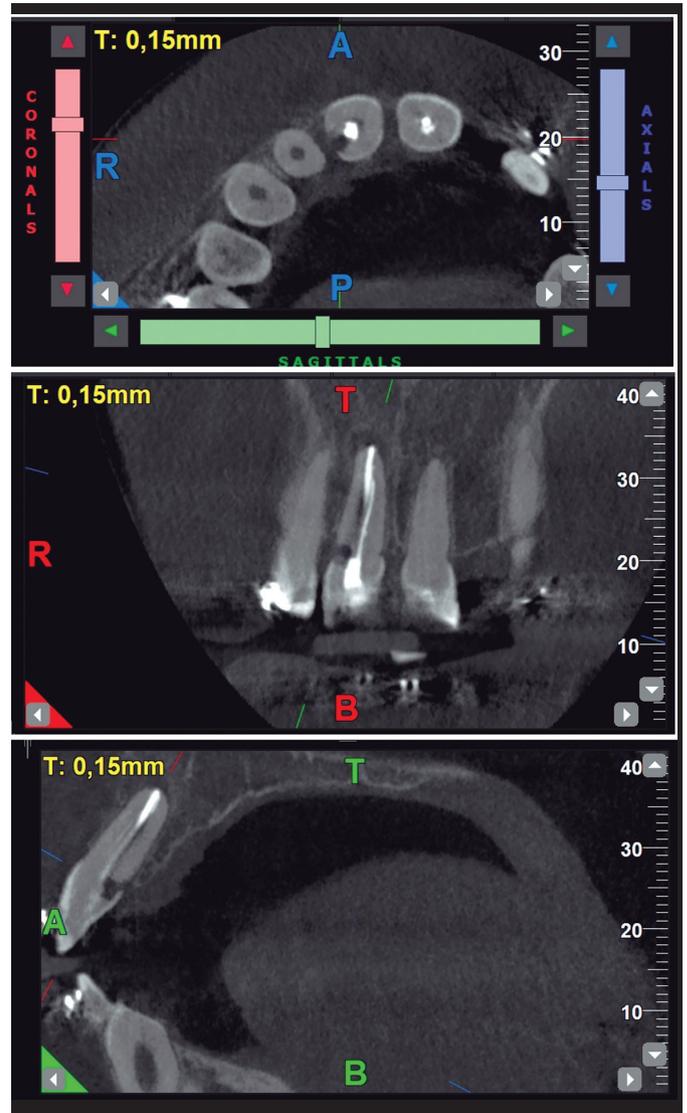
Radiografía diagnóstica.
